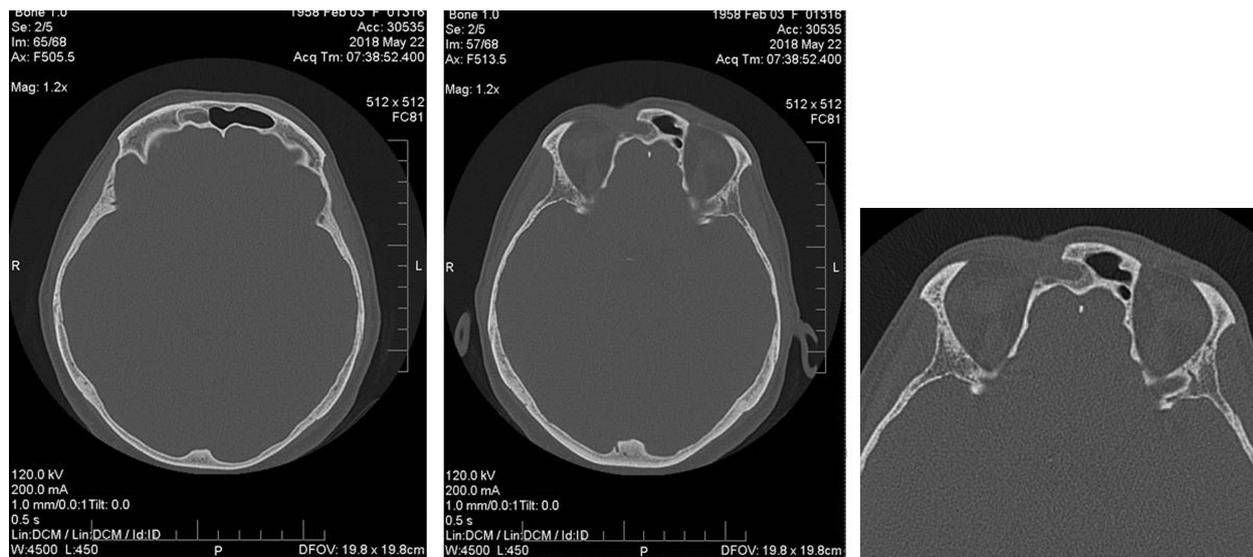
КТ лобных пазух в аксиальной проекции при контрольном обследовании после операции.
